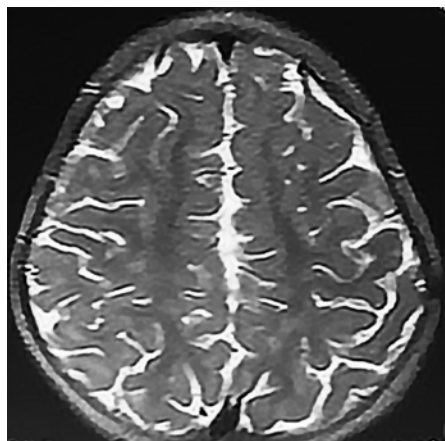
Patient 1 vu à un stade précoce de 68 mois. IRM cérébrale réalisée à 3 mois en coupe axiale T2 montrant un rehaussement des sillons et des anomalies du signal de la substance blanche.
